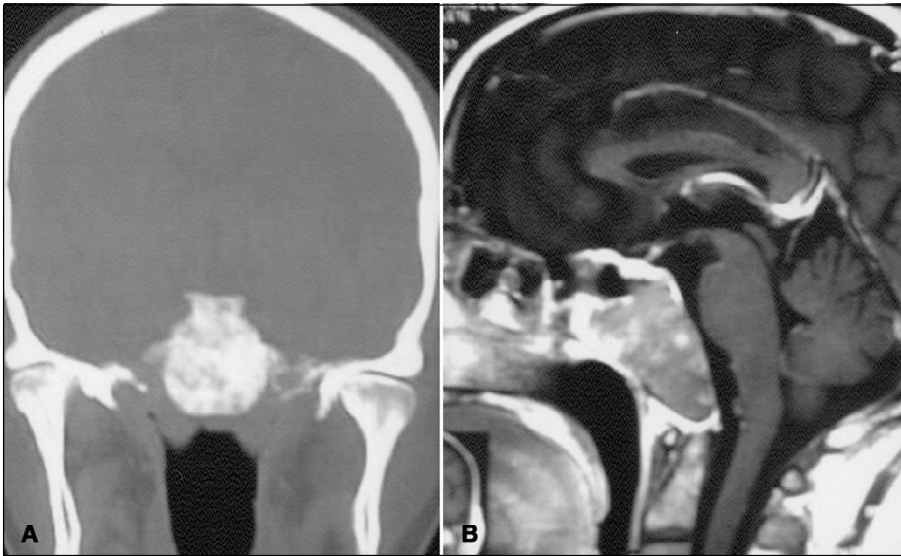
Tomografia computadorizada de corte coronal (A) e ressonância magnética em corte sagital após uso de contraste endovenoso (B) mostrando aumento de volume e alteração da densidade óssea do clivus.
